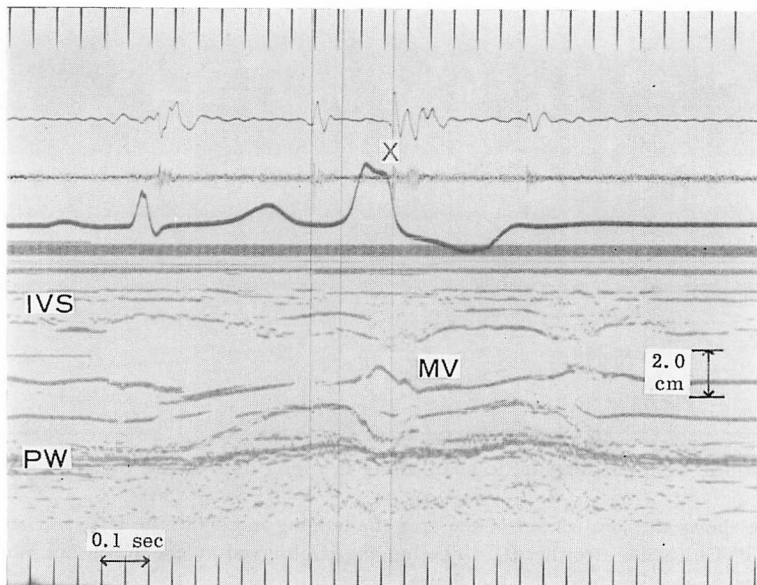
M-mode echocardiographic scan along the long axis of the heart in a patient with PVCL.
